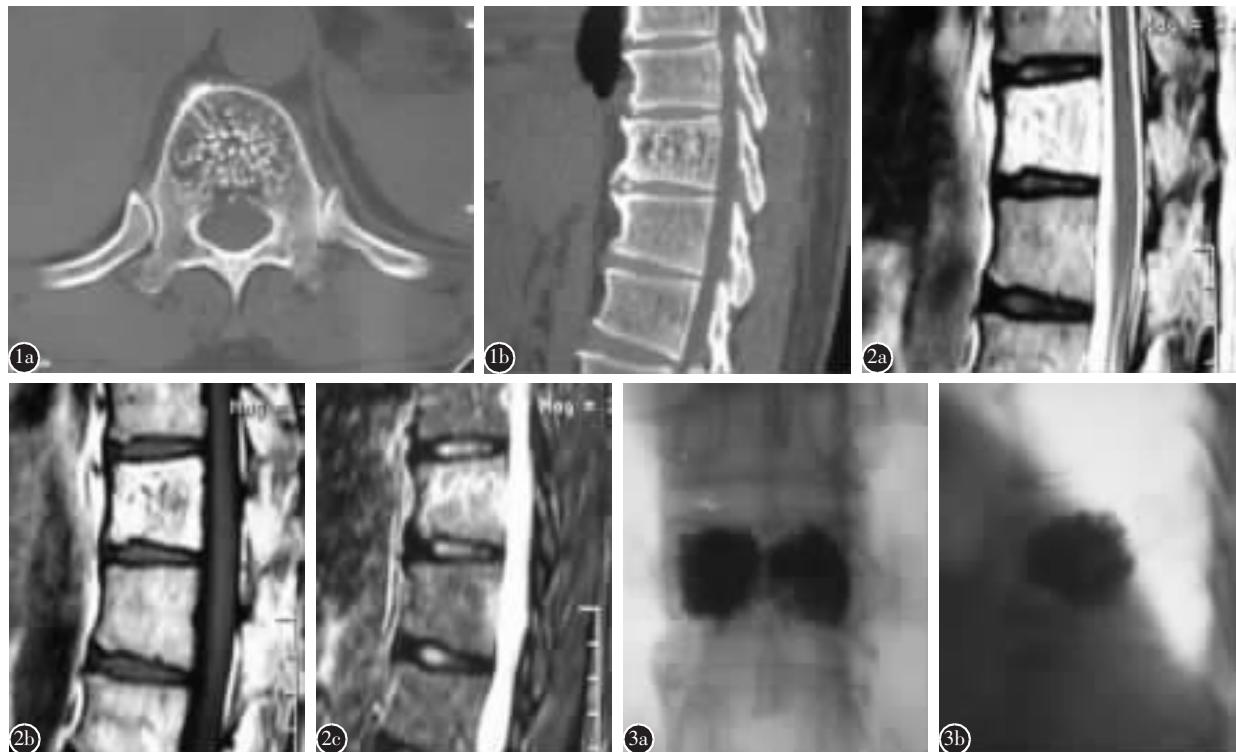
a、b 术前CT示T11椎体稀疏骨小梁间低密度影 图2 术前MRI示T11椎体信号改变 a T2WI呈高信号 b T1WI呈高低混杂信号 c 脂肪抑制像上呈混杂高信号 图3 a、b 术后X线片示病变椎体骨水泥填充良好,未见渗漏
